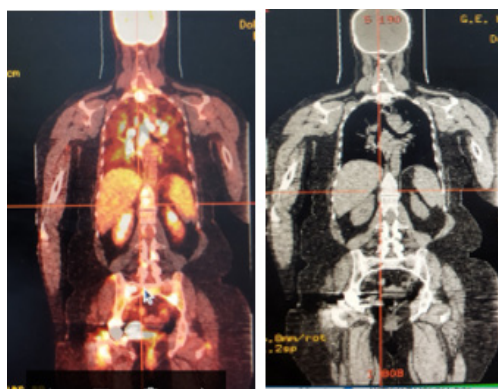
à gauche, coupe coronale TEP-TDM objectivant multiples hypermétabolismes ganglionnaires, pulmonaires et osseux.
